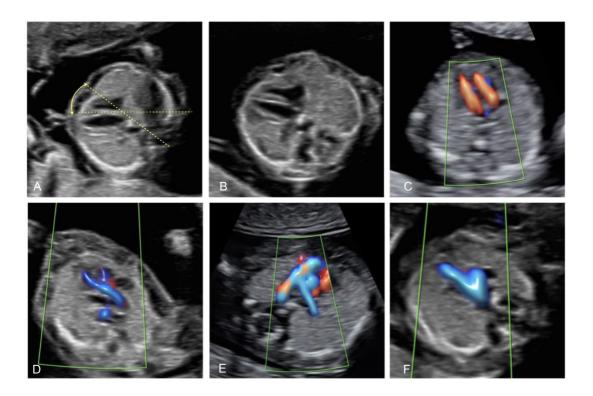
Fetale Echokardiographie, Standardebenen, 12⁺³ SSW: Herzachse (A), Vierkammerblick (B), Einstrom über die AV Klappen (C), Linksventrikulärer (D) und Rechtsventrikulärer (E) Ausflusstrakt, Drei-Gefäß-Trachea Blick (F) mit Aorten- und Ductusbogen.
